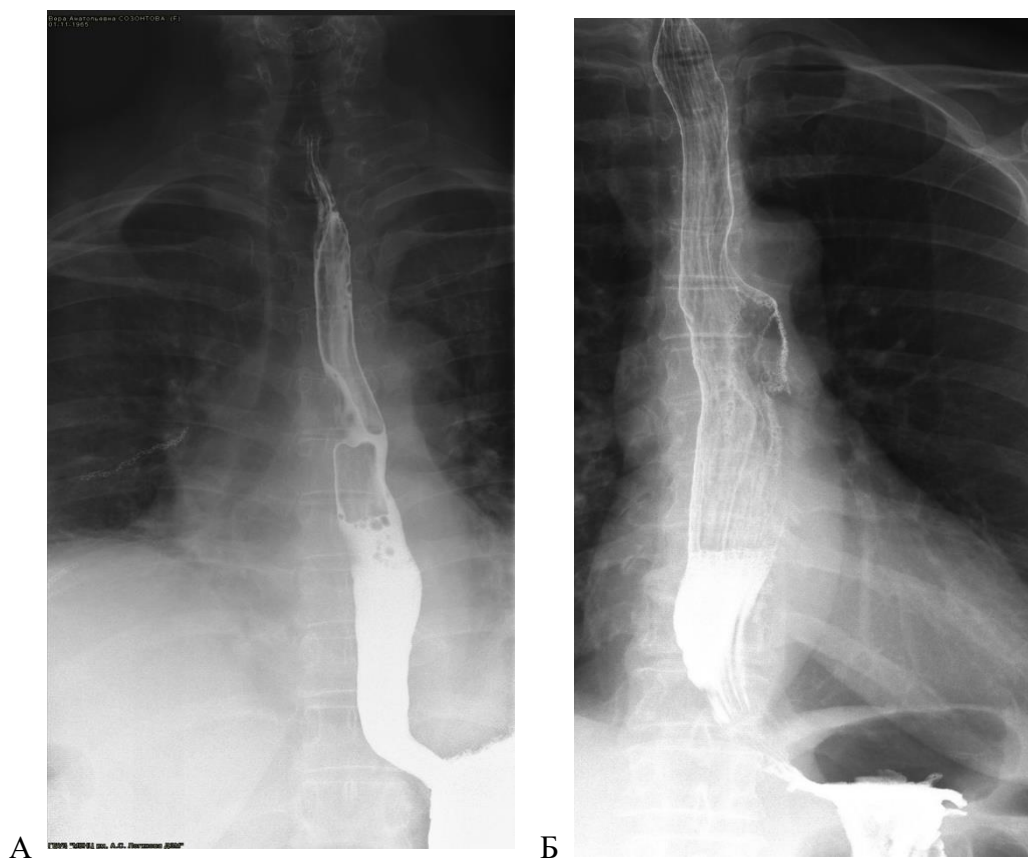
Рентгенологические признаки склеродермического поражения пищевода: А – симптом стеклянной трубки в положении лежа (1 степень), Б – расширение пищевода 3,5 см, признаки ложного аорто-бронхиального дивертикула, дополнительная складчатость рельефа слизистой.
